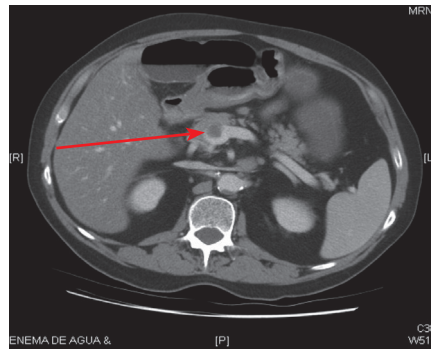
Imagen de TC de abdomen de noviembre 2015 con disminución del tamaño del trombo en la vena porta y la vena mesentérica, no habiendo disminuido de forma significativa la masa necrótica en la raíz del mesogastrio.
